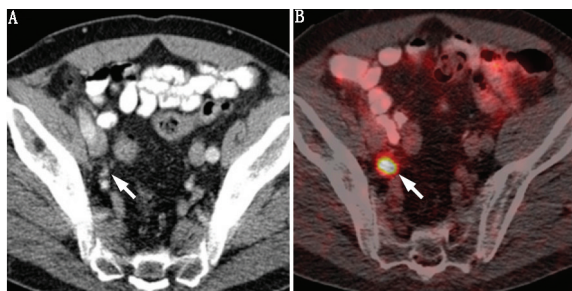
68 岁患者,根治性前列腺切除术和盆腔淋巴结清扫术后 11 年,出现生化复发(BCR), Gleason 评分 3+4。影像检查时前列腺特异抗原(PSA)为 $1.4 \mu\text{g/L}$ 。A. CT 未显示任何异常淋巴结;B. ^{68}Ga -前列腺特异膜抗原(PSMA) PET/CT 融合图像示右外侧髂区局部高摄取(箭头示),与图 A 中(箭头示)的亚厘米级外侧髂区淋巴结对应,提示淋巴结转移,经后续切除活组织检查证实
